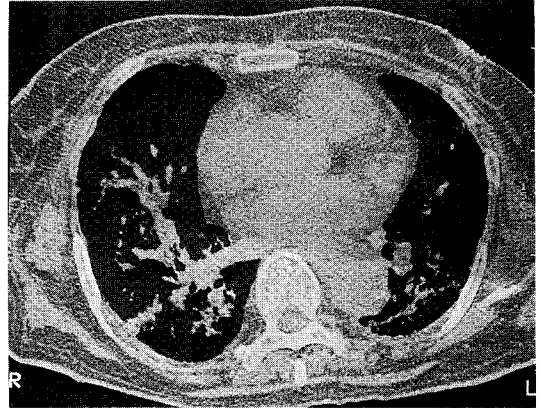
Chest HRCT showing diffuse ground glass opacities in both lung fields.
